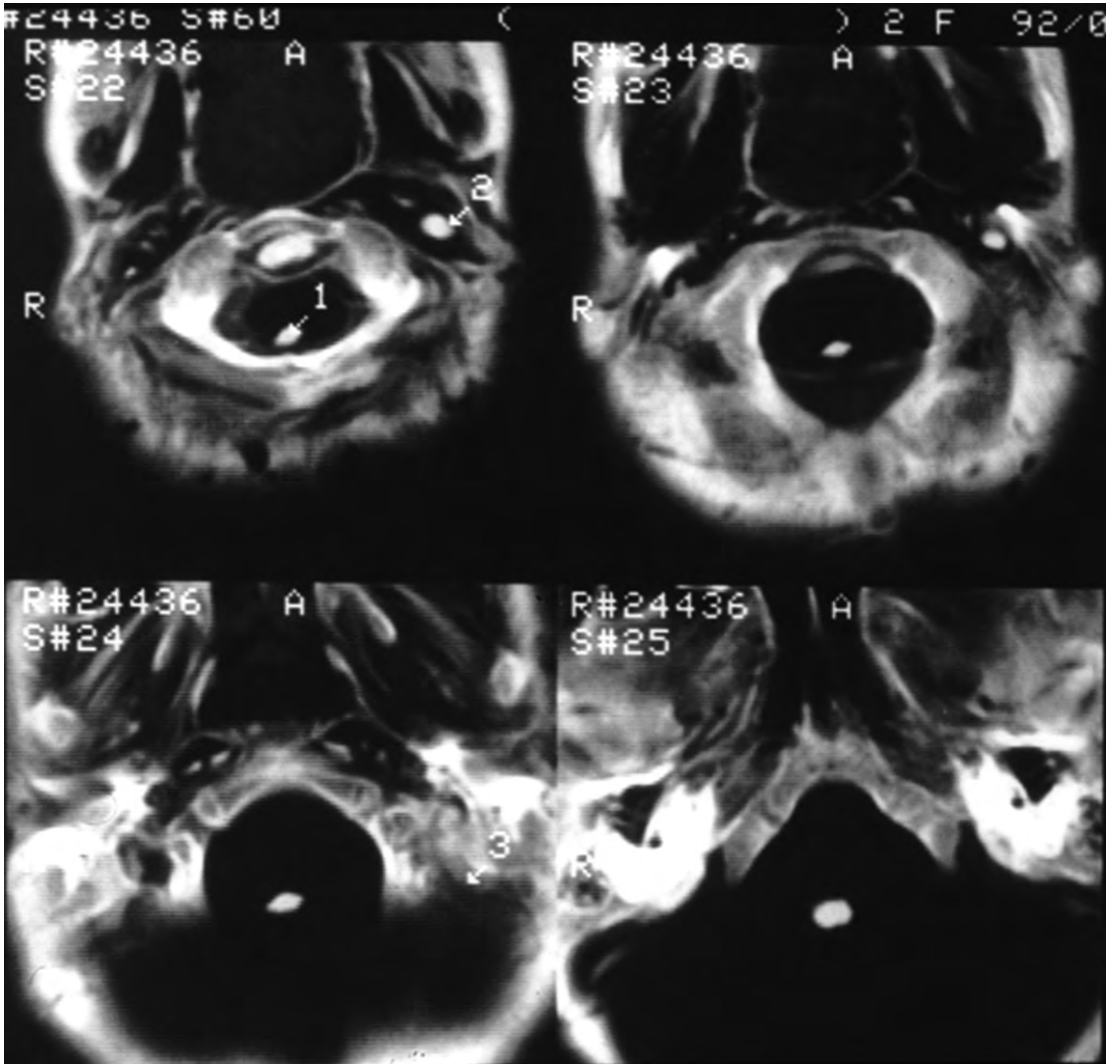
TC, talls horitzontals que permeten veure la regió craniocervical.
